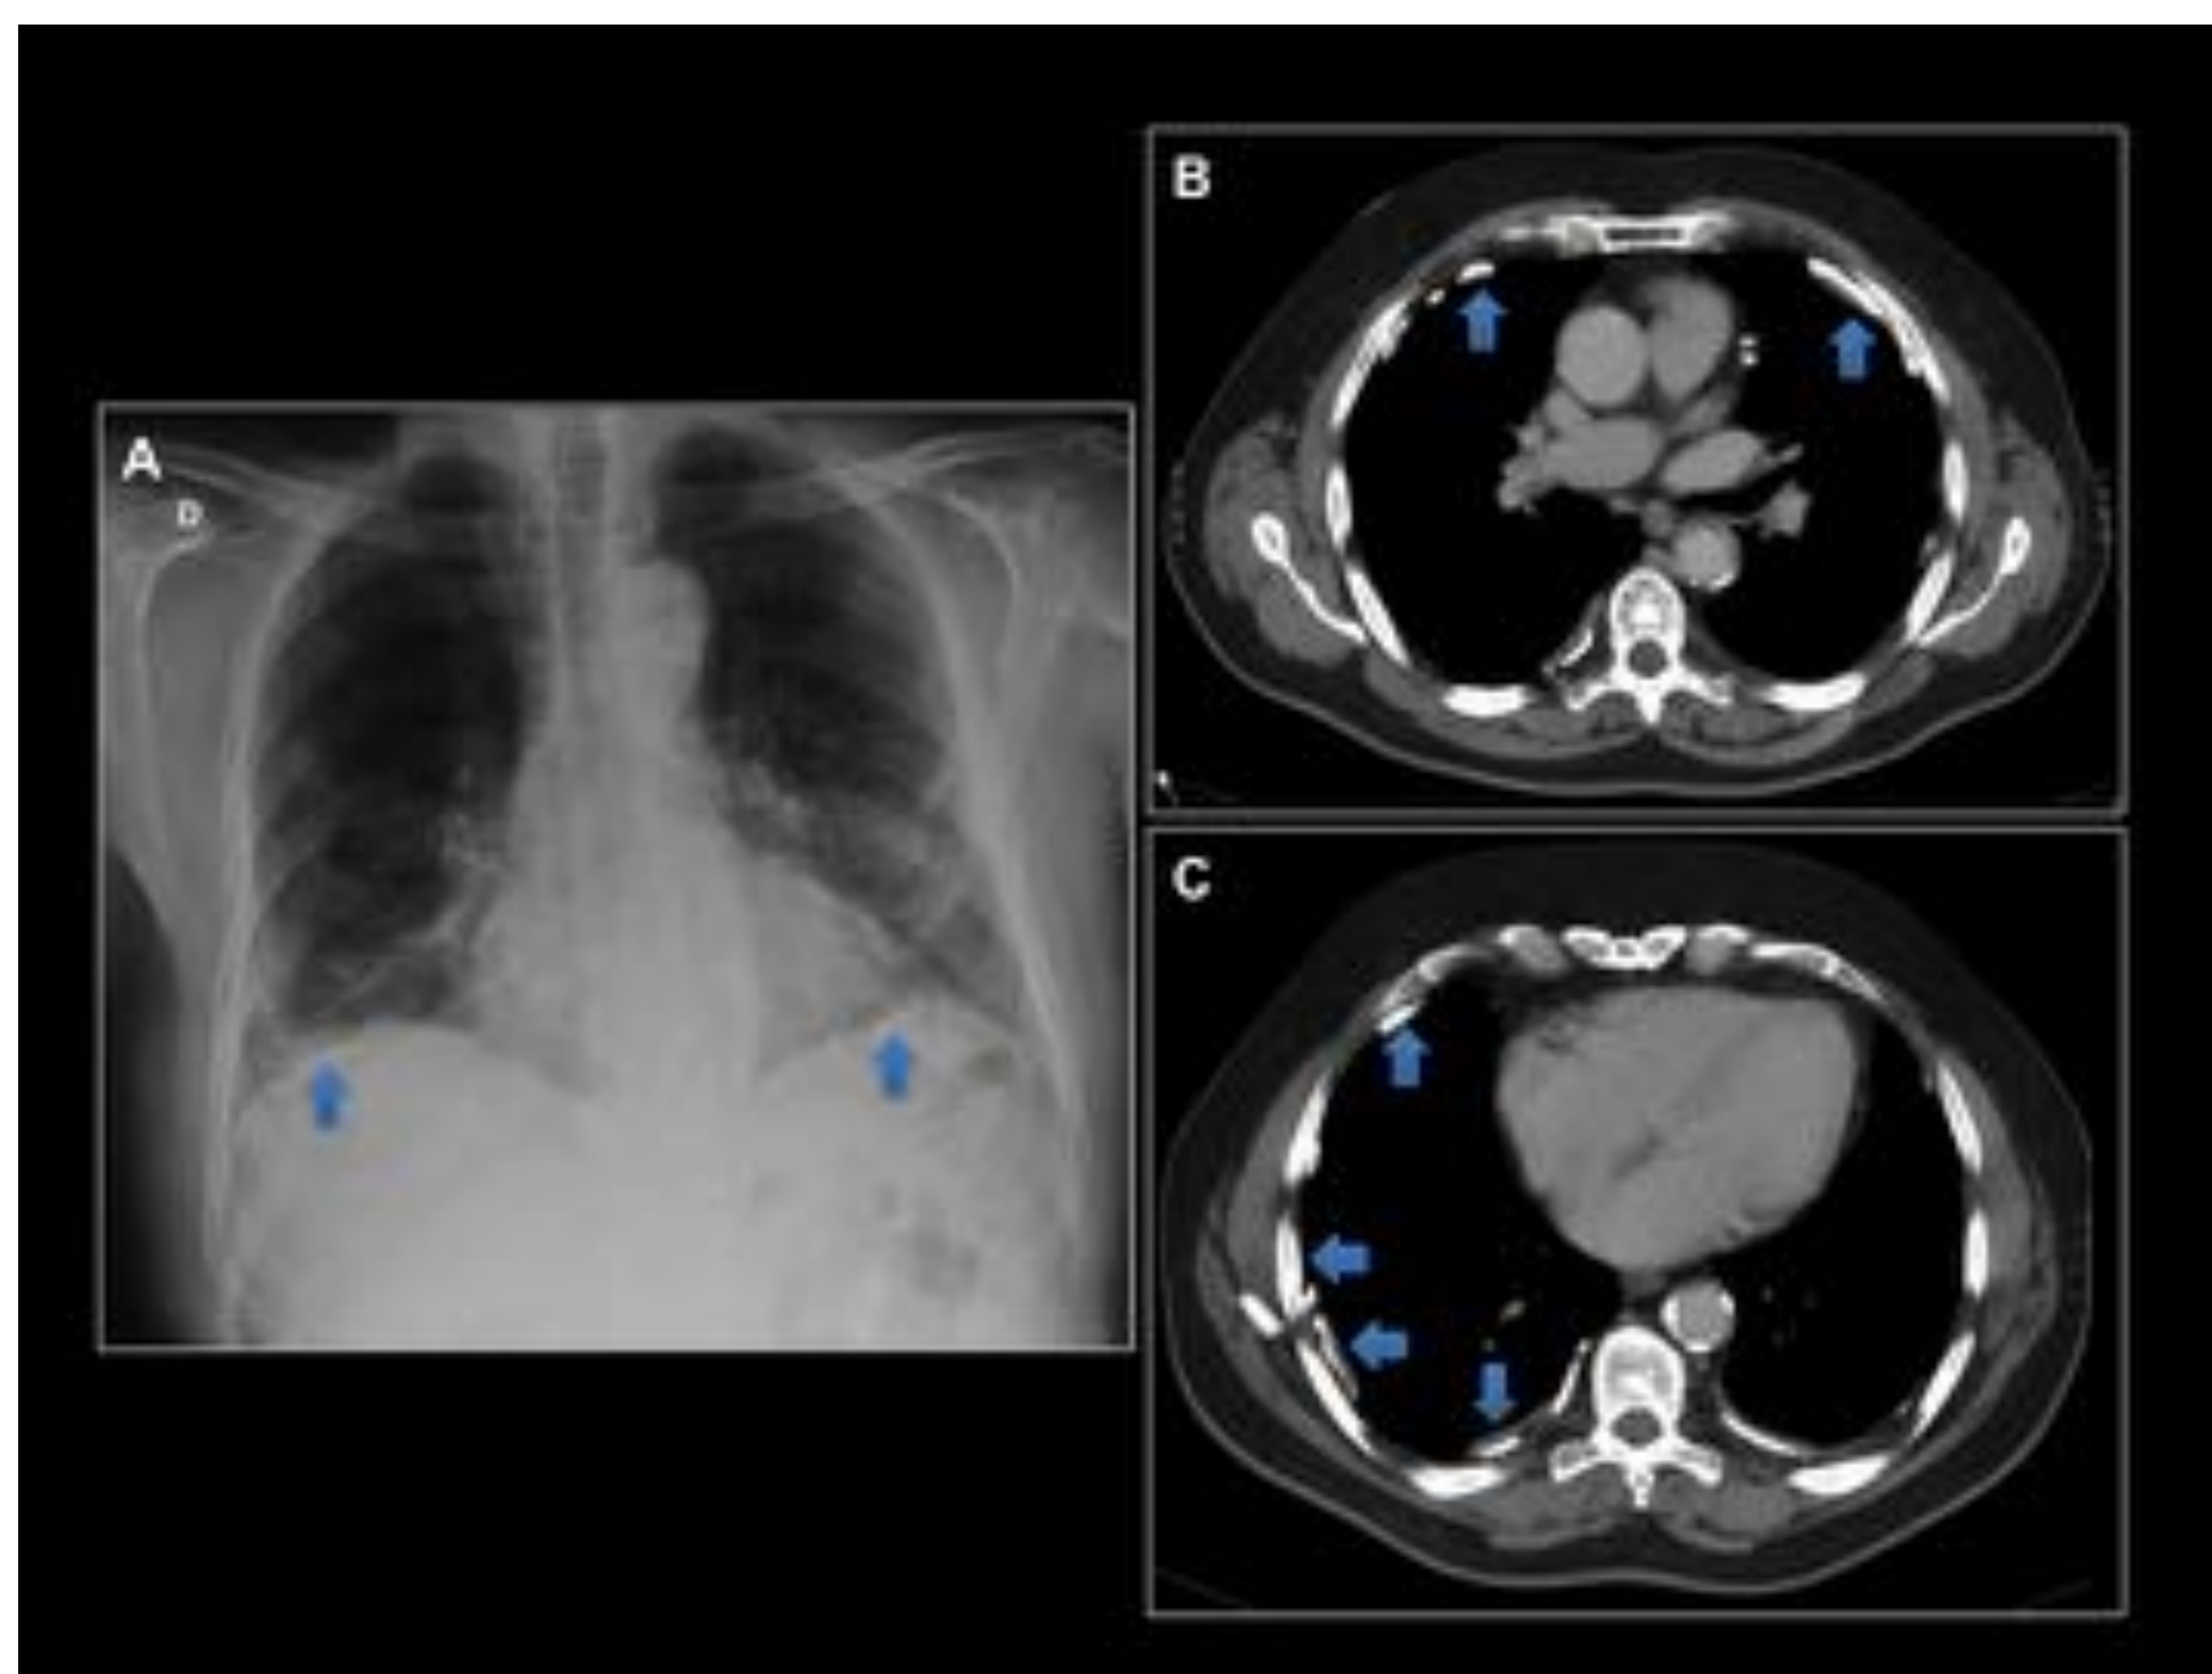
Placas pleurales calcificadas. Radiografía de tórax PA (A) y Tc tórax sin CIV (B,C): Placas pleurales calcificadas (flechas azules) en pleural intercostal lateral y cúpulas diafragmáticas. Hospital Universitario Central de Asturias.
